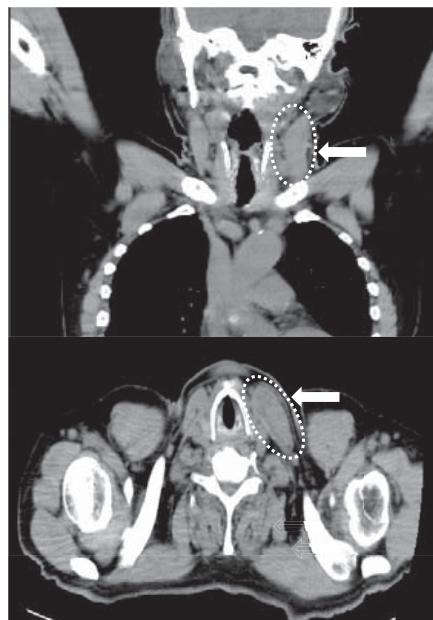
頸部CT像にて左胸鎖乳突筋の腫大を認めた。(➡)
